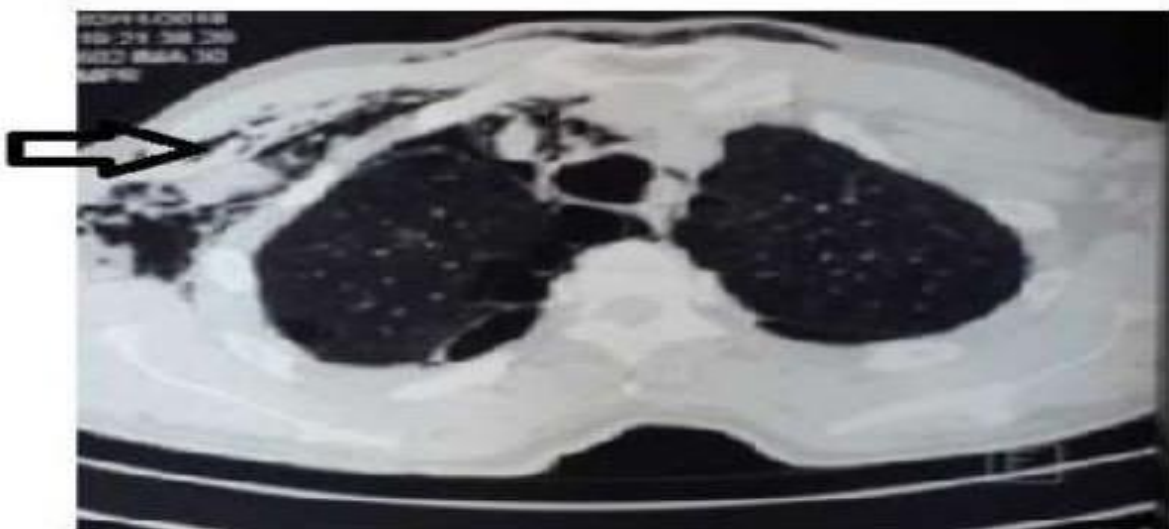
TDM thoracique, coupe axiale en fenêtre pulmonaire montrant un emphysème sous cutané [24].
